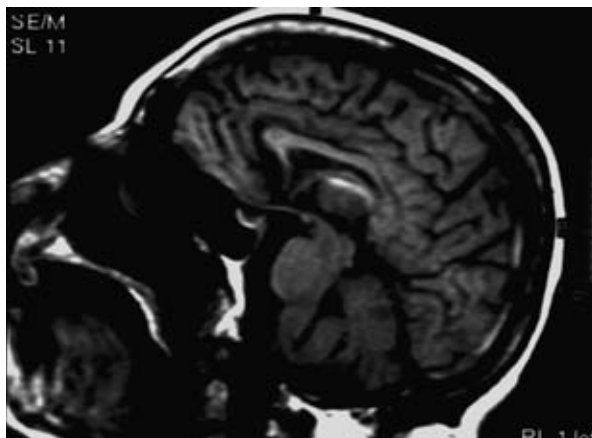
RM Flair sagital – Hiperintensidade na veia cerebral interna e no seio longitudinal superior.
